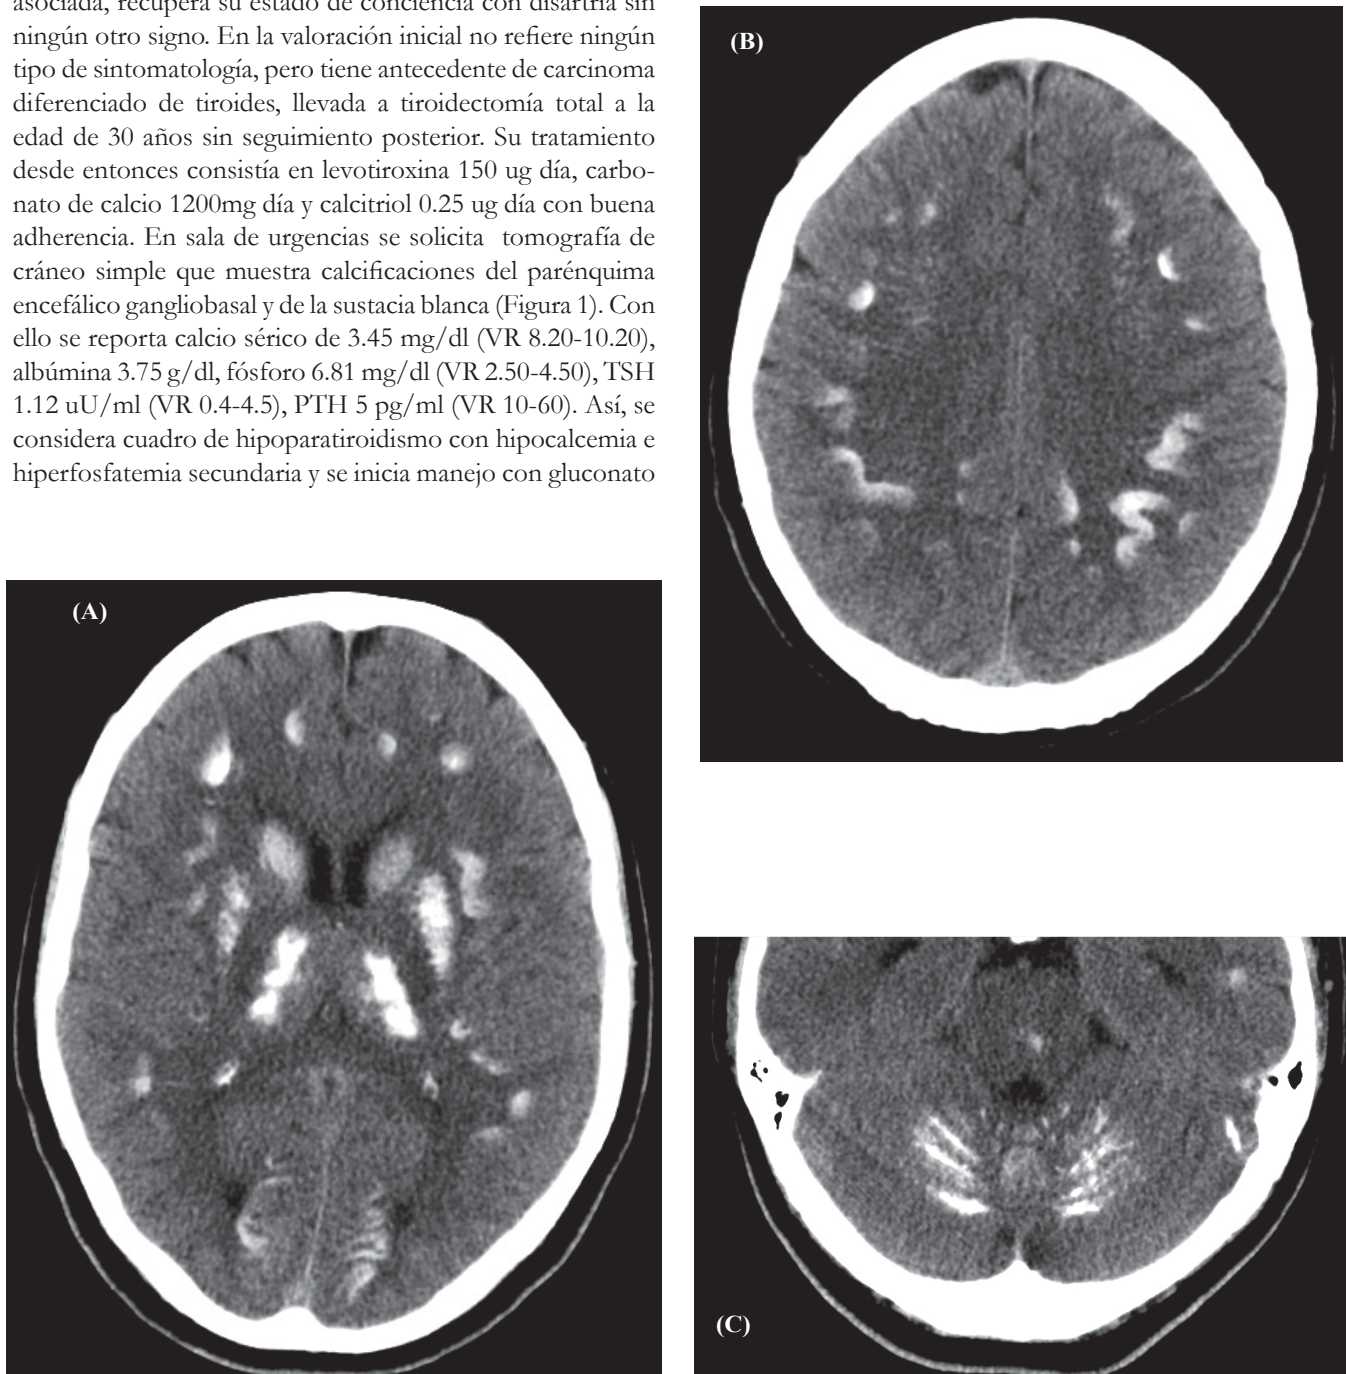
Tomografía de cráneo simple en cortes axiales. (A) Hiperdensidad difusa y homogénea de la cabeza del núcleo caudado, el putamen y los núcleos laterales del tálamo de forma bilateral y simétrica en relación con calcificaciones. (B) Calcificación lineal homogénea de la sustancia blanca subcortical. (C). Calcificaciones de la sustancia blanca de las folias cerebelosas.
